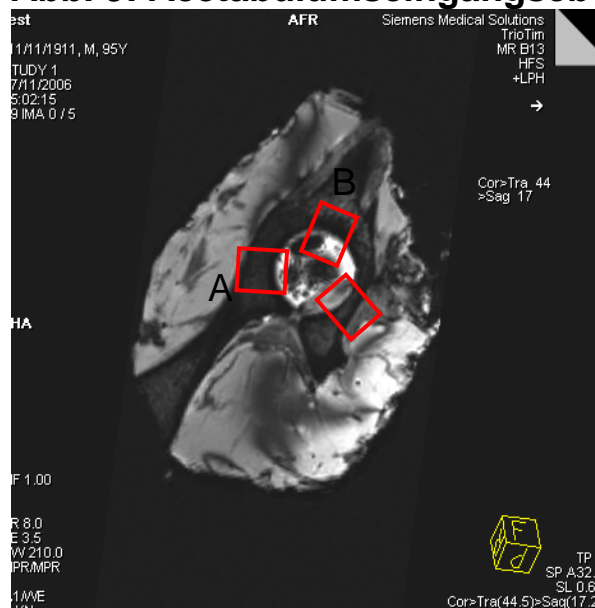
Acetabulumseingangsebene im MRT und im Schaubild
